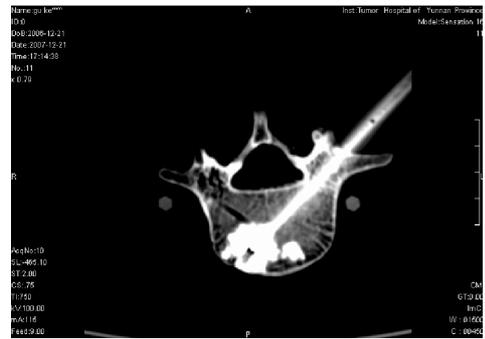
骨水泥分布 CT 断层影像 (应用菱形针完成 PVP)
